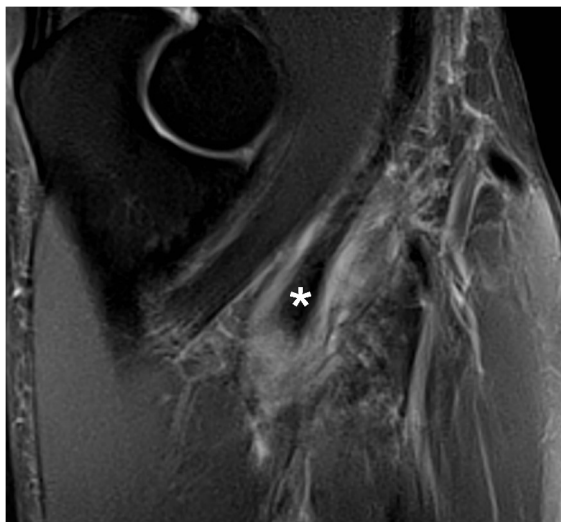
IRM du coude en extension (antenne genou). Rupture tendineuse distale avec rétraction du moignon (astérisque) et « oedème » des parties molles adjacentes.
